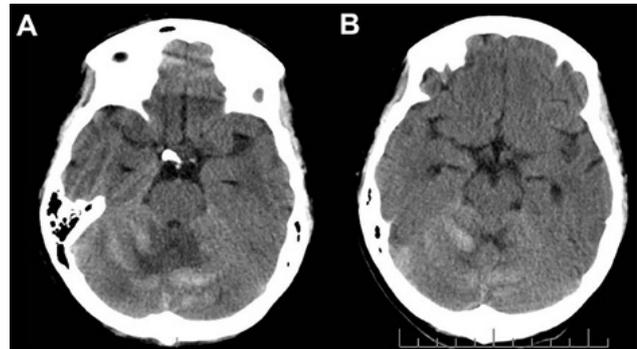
TC de cerebro, donde se observa el signo de la cebra característico de la hemorragia cerebelosa remota.
